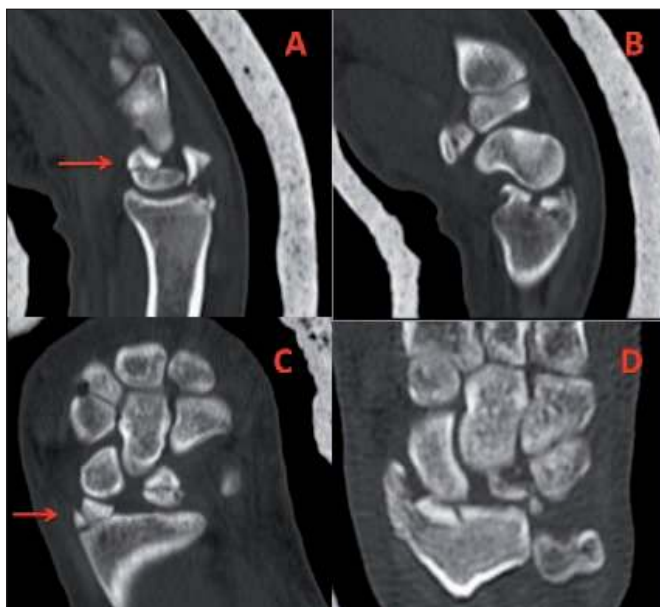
Tomografía computarizada: A y B cortes en plano sagital en los que se aprecia fractura semilunar (A) y fractura de estiloides radial (B); C y D cortes en plano frontal en los que se aprecia fractura semilunar y estiloides radial con signos de lesión escafolunar.
